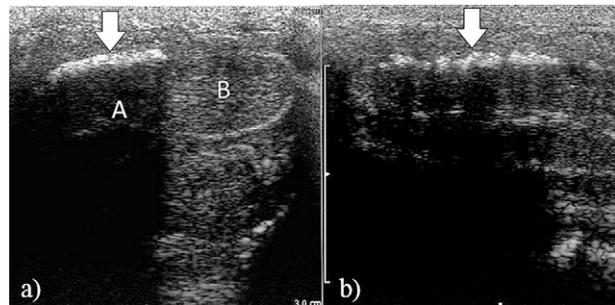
2D ultrasound a) axial (transverse) cross-section of the penis. Visualization of cavernous bodies (A, B) and hyperechogenic plaque (arrow) above the right cavernous body; b) sagittal (longitudinal) cross-section of the penis with hyperechogenic plaque (arrow).
